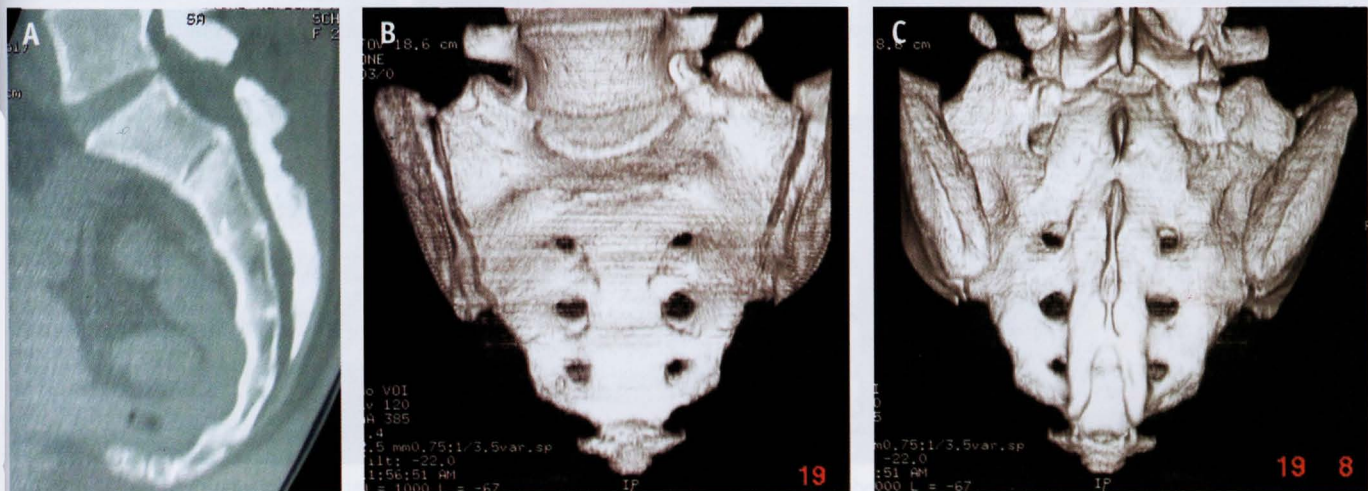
TC *multi-slice* do sacro-coccyx por suspeita de fratura. A) reconstrução sagital; B e C) reconstruções 3D frontal e posterior. Ausência de fraturas.
